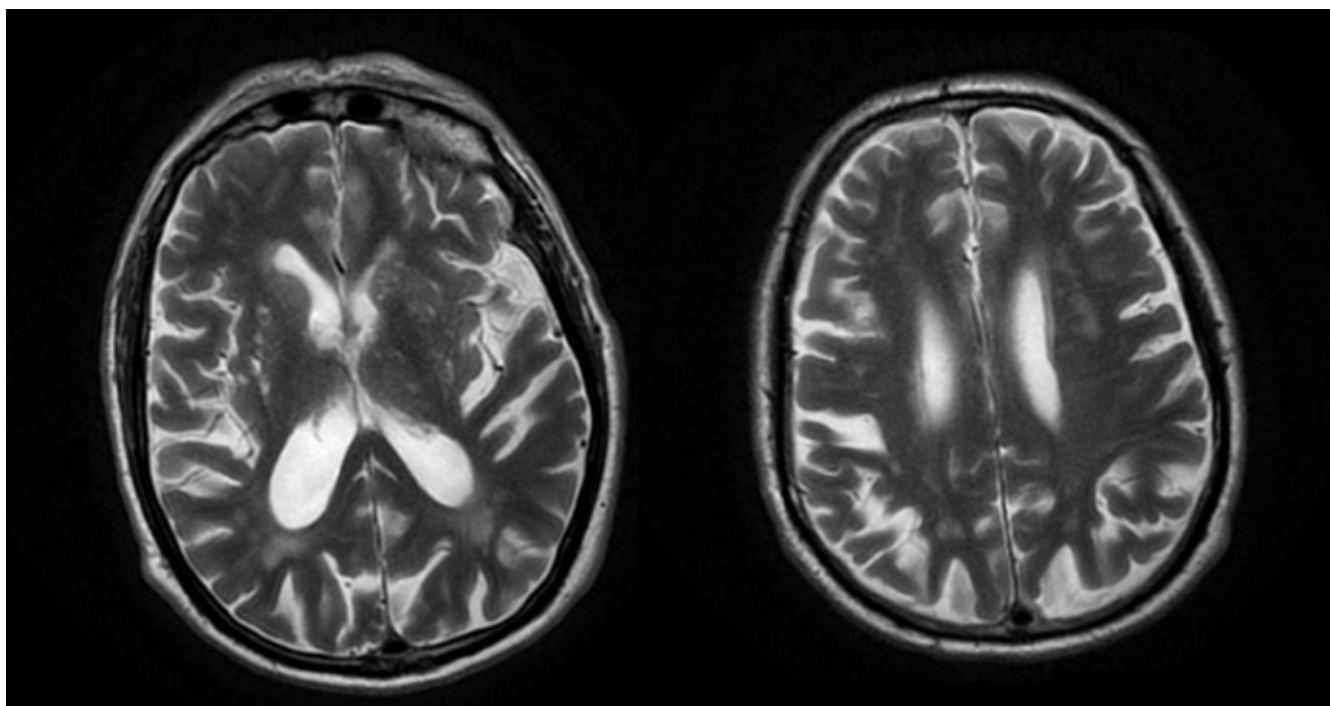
RM cerebral: cortes coronales de secuencias potenciadas en T2. Se observan distintas lesiones nodulares y puntiformes en sustancia blanca subcortical y profunda de lóbulos frontal, parietal y temporal, así como periventriculares. Existencia de leucoaraiosis grado II, de mayor intensidad en lóbulo parietal y de la ínsula.
